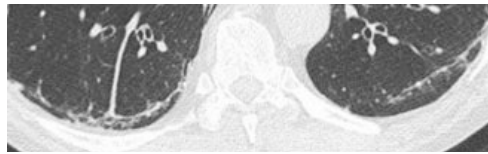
Corte transversal de TAC que muestra línea subpleural curvilínea.
